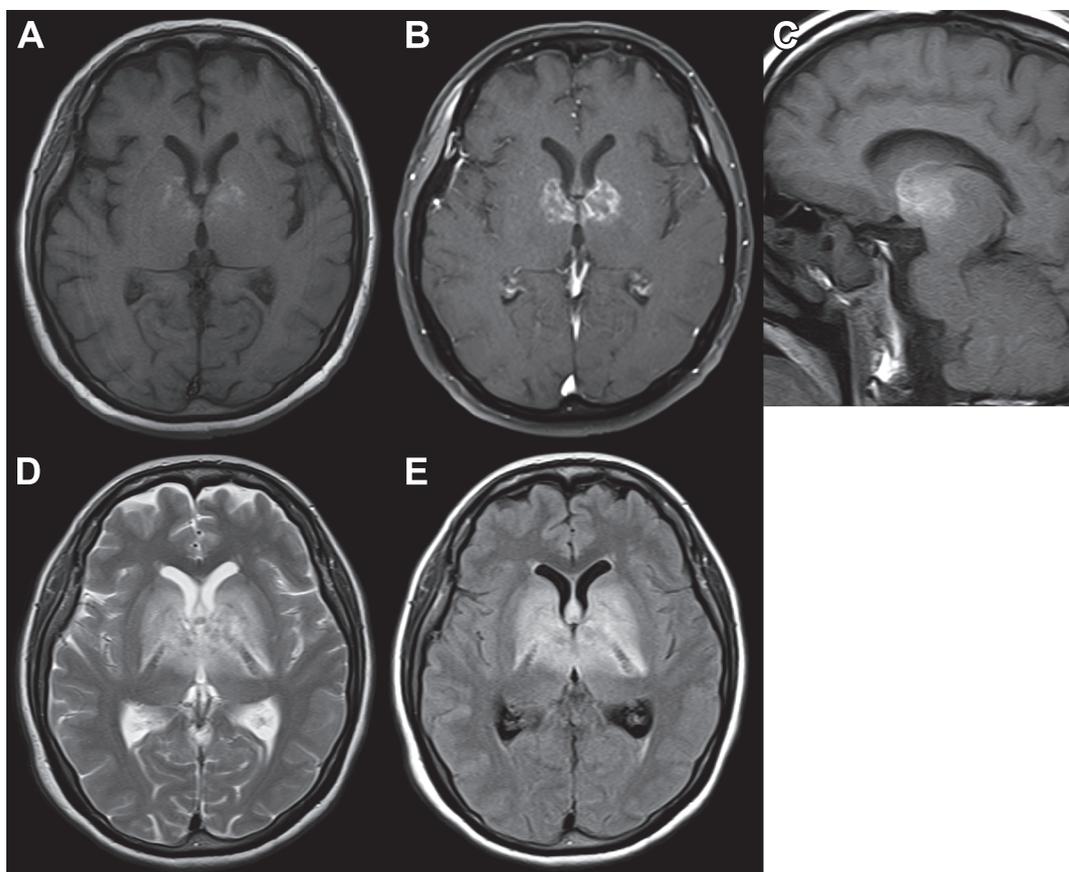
The images of magnetic resonance imaging system on the second hospital day.
